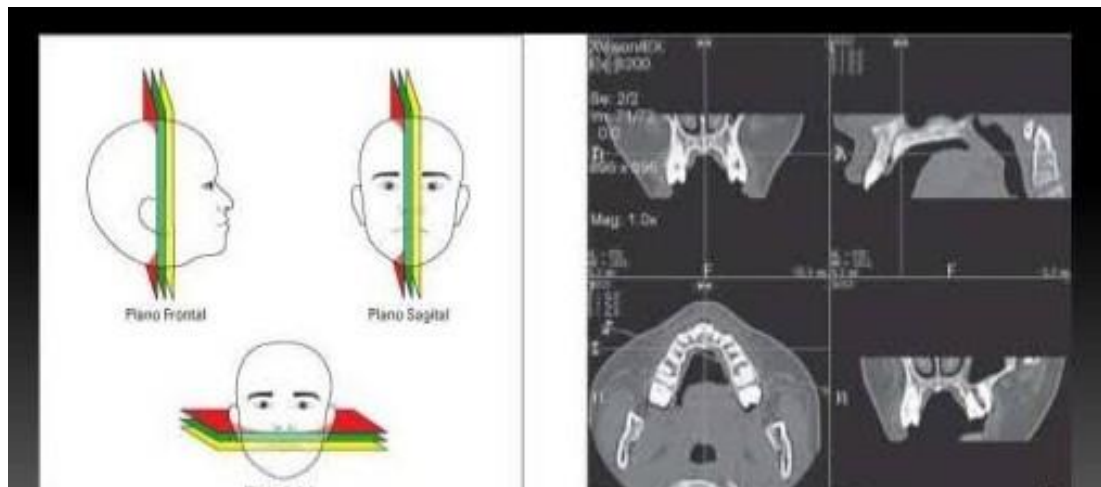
Planos anatómicos en una tomografía por haz de cono. ²³
